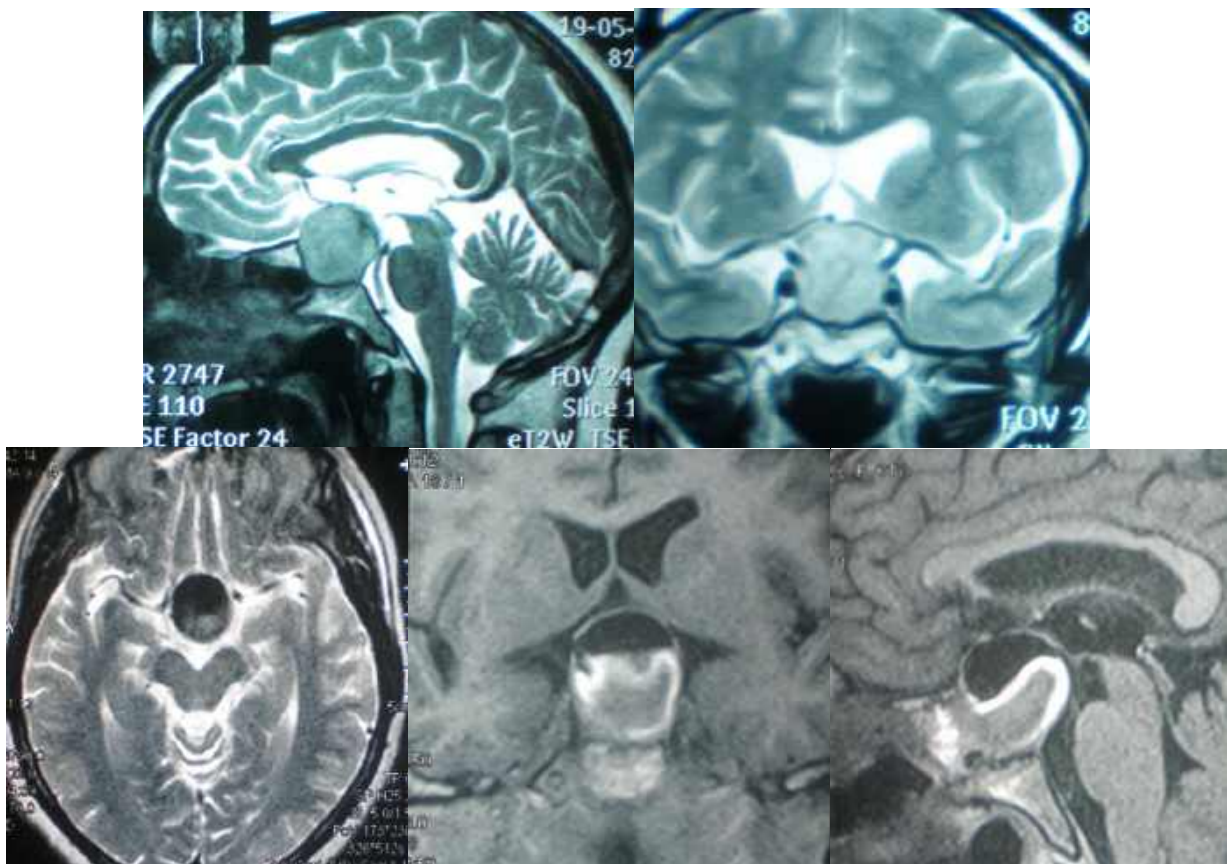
Спостереження №361, історія хвороби №142673, пацієнтка М-на, 61 рік. МРТ до і після тотального видалення ГНАГ. Феномен “overpacking” — збереження компресії оптохіазмального комплексу пластичним матеріалом (жирова тканина).
